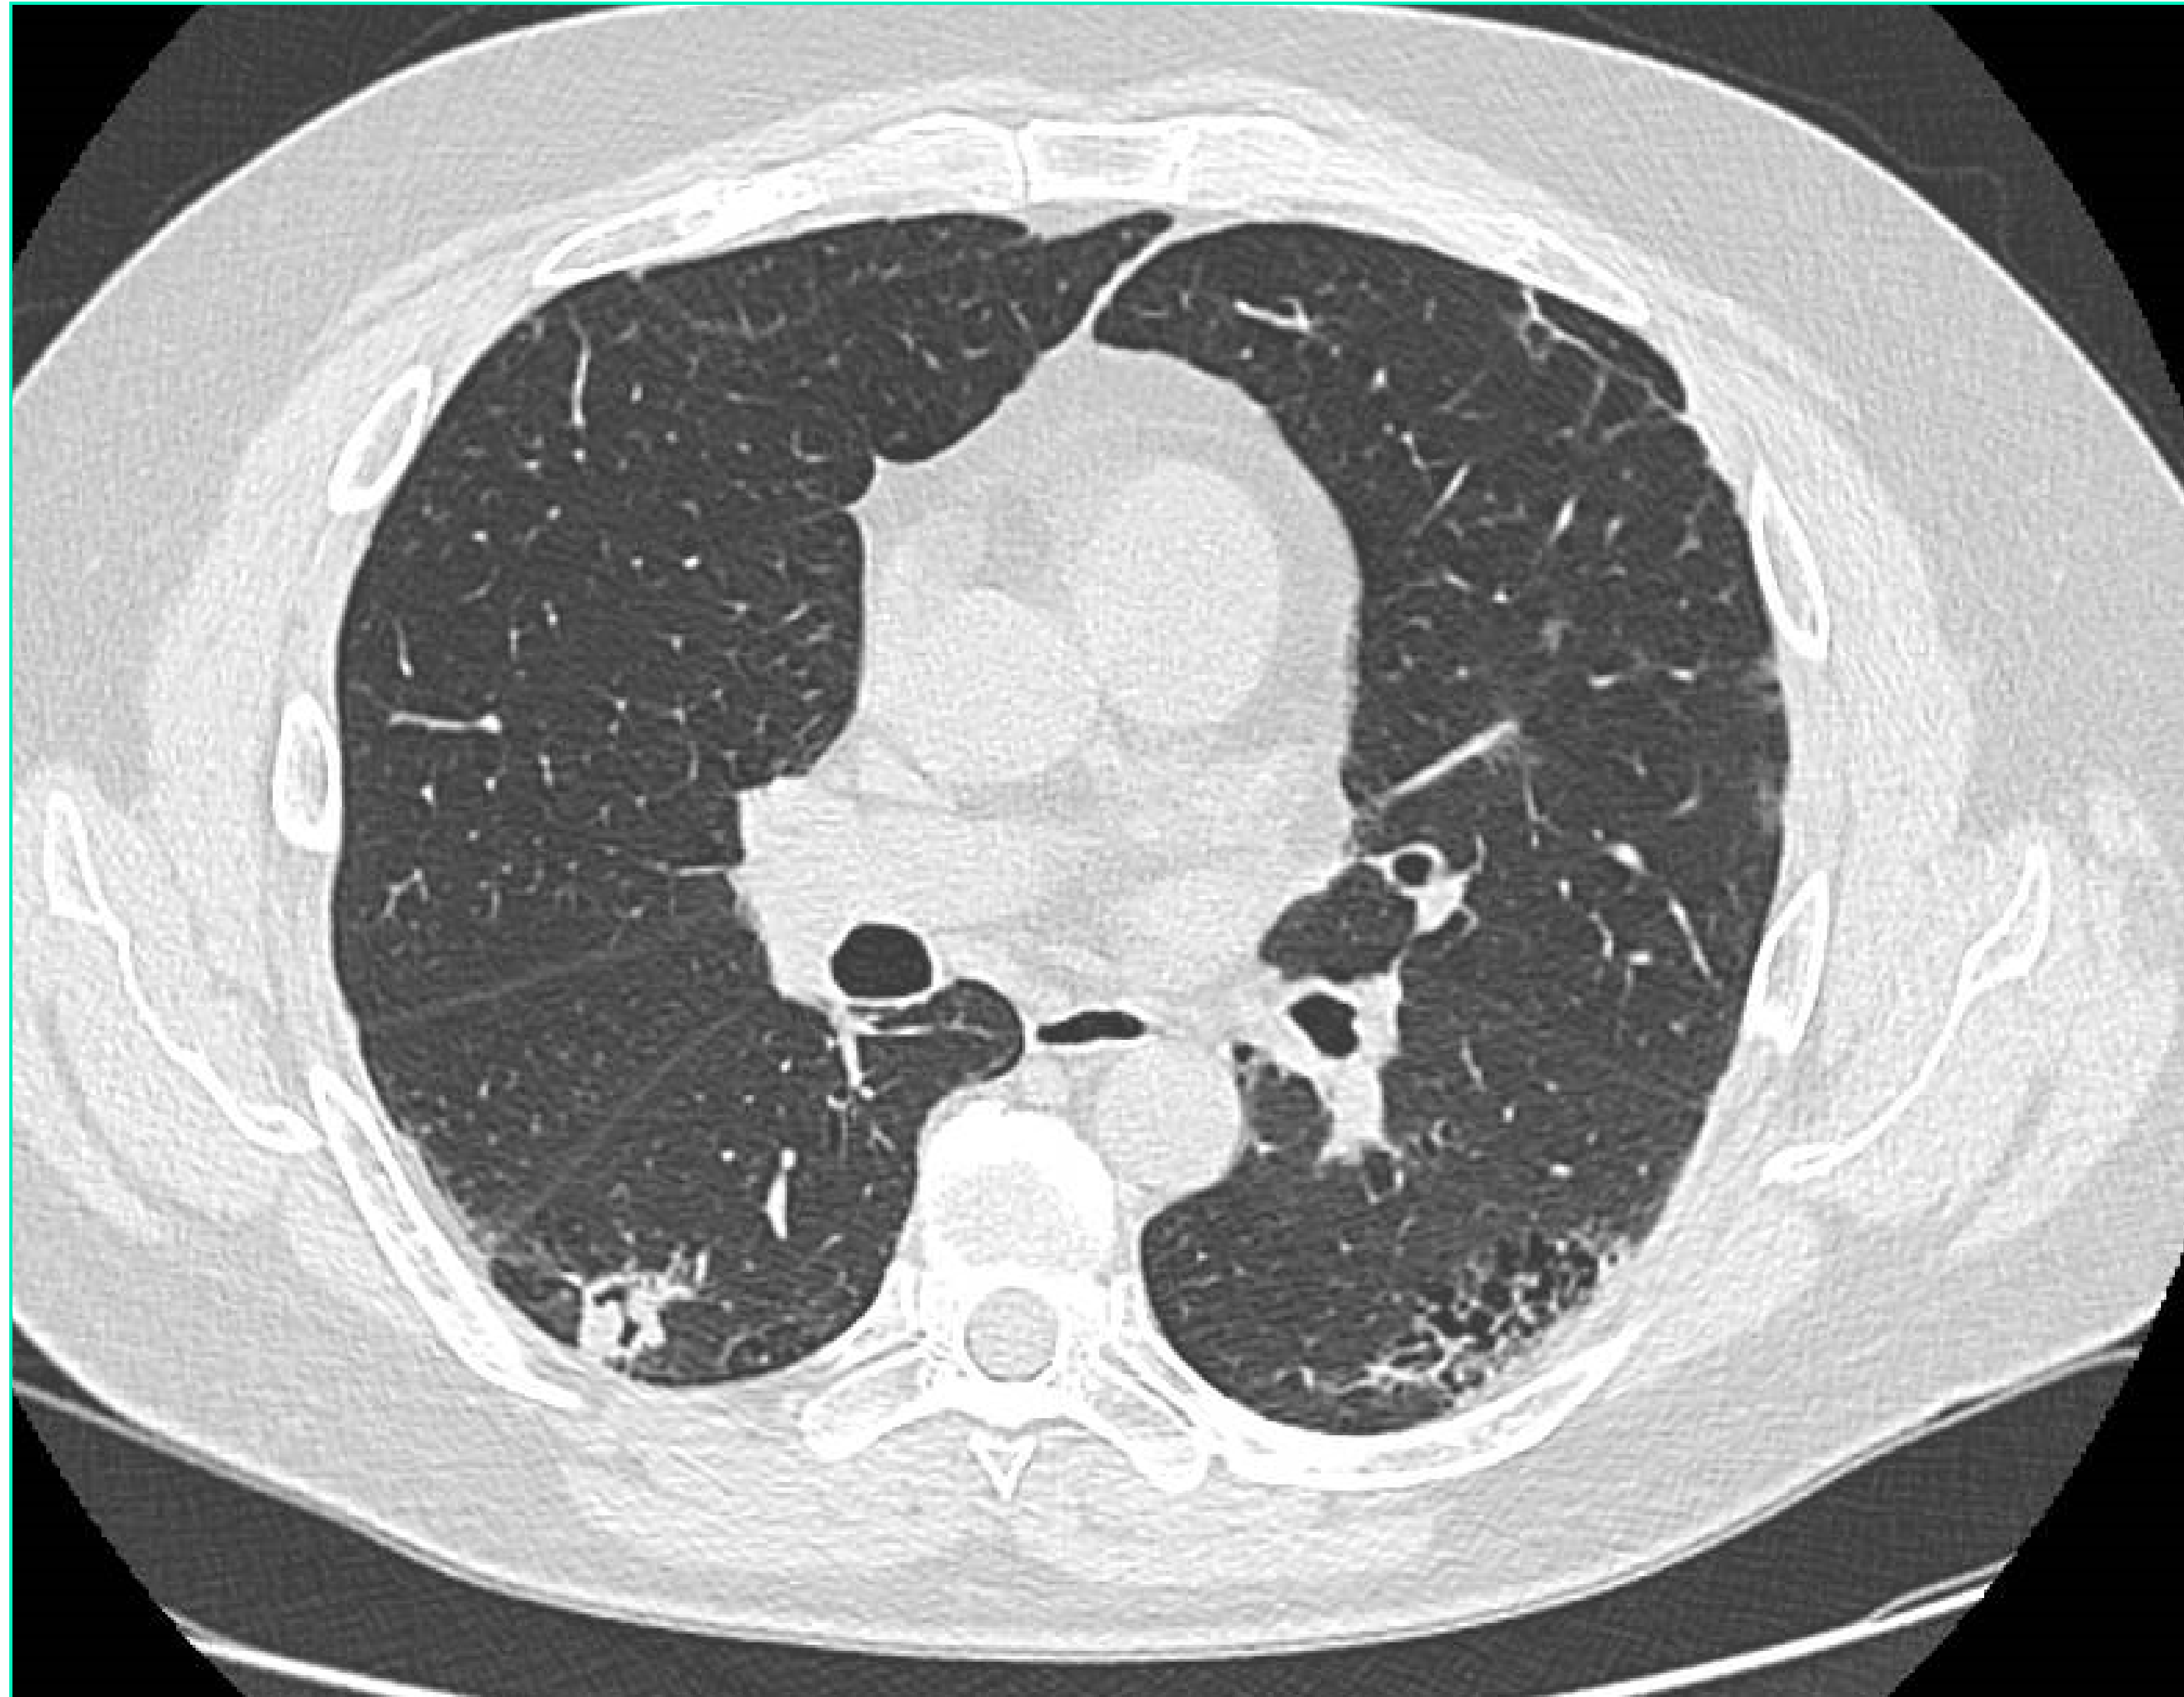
Radiografía de tórax donde se observa una imagen nodular cavitada de 2 cm en lóbulo pulmonar inferior derecho.
